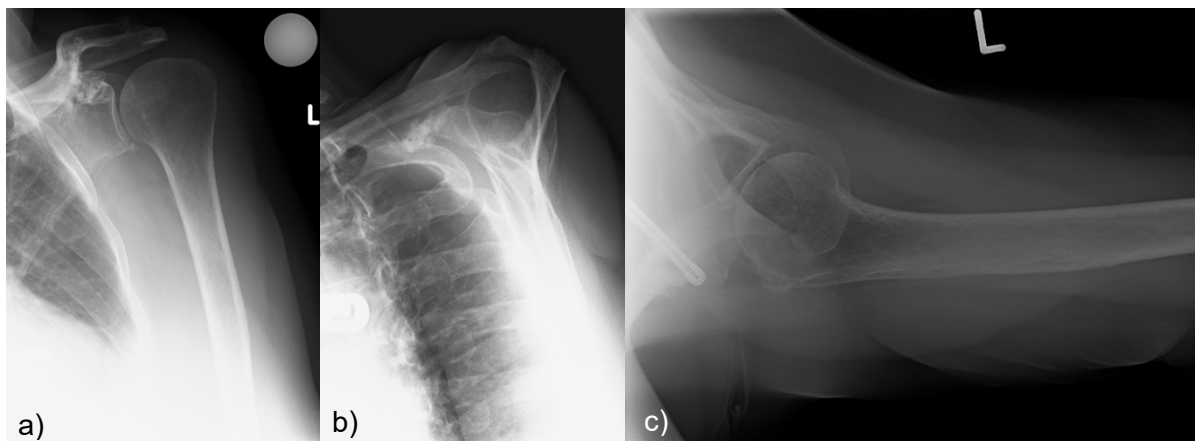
Standardröntgendiagnostik der Schulter am Beispiel einer linken Schulter mit mäßiger Omarthrose: a) true a.p. b) y-view c) axial
